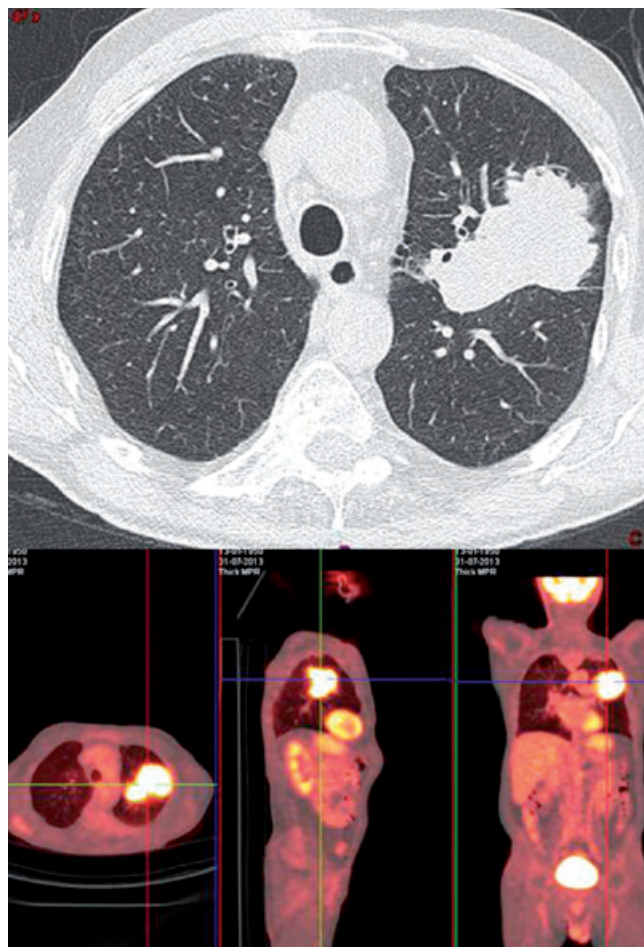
Tomografia computadorizada, PET Scan e biópsia transtorácica posterior confirmaram um adenocarcinoma primário no lóbulo superior do pulmão esquerdo, estágio IIIA (T4N0M0).
